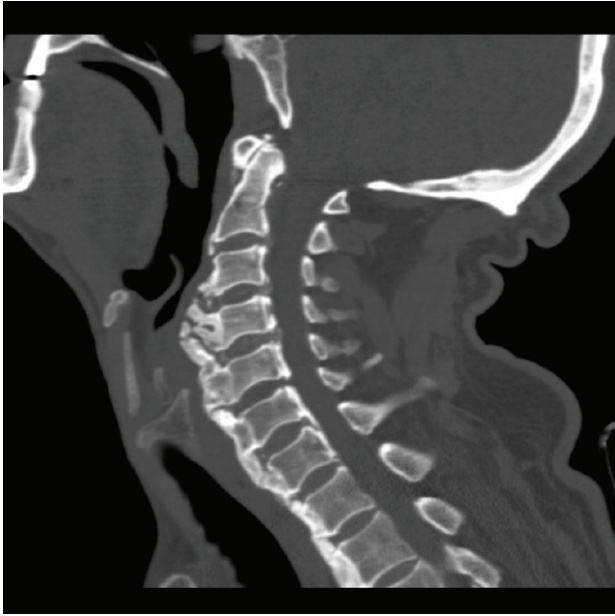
Hastada lateral servikal grafide ALL'de akar tarzda ossifikasyonlar görünmektedir
